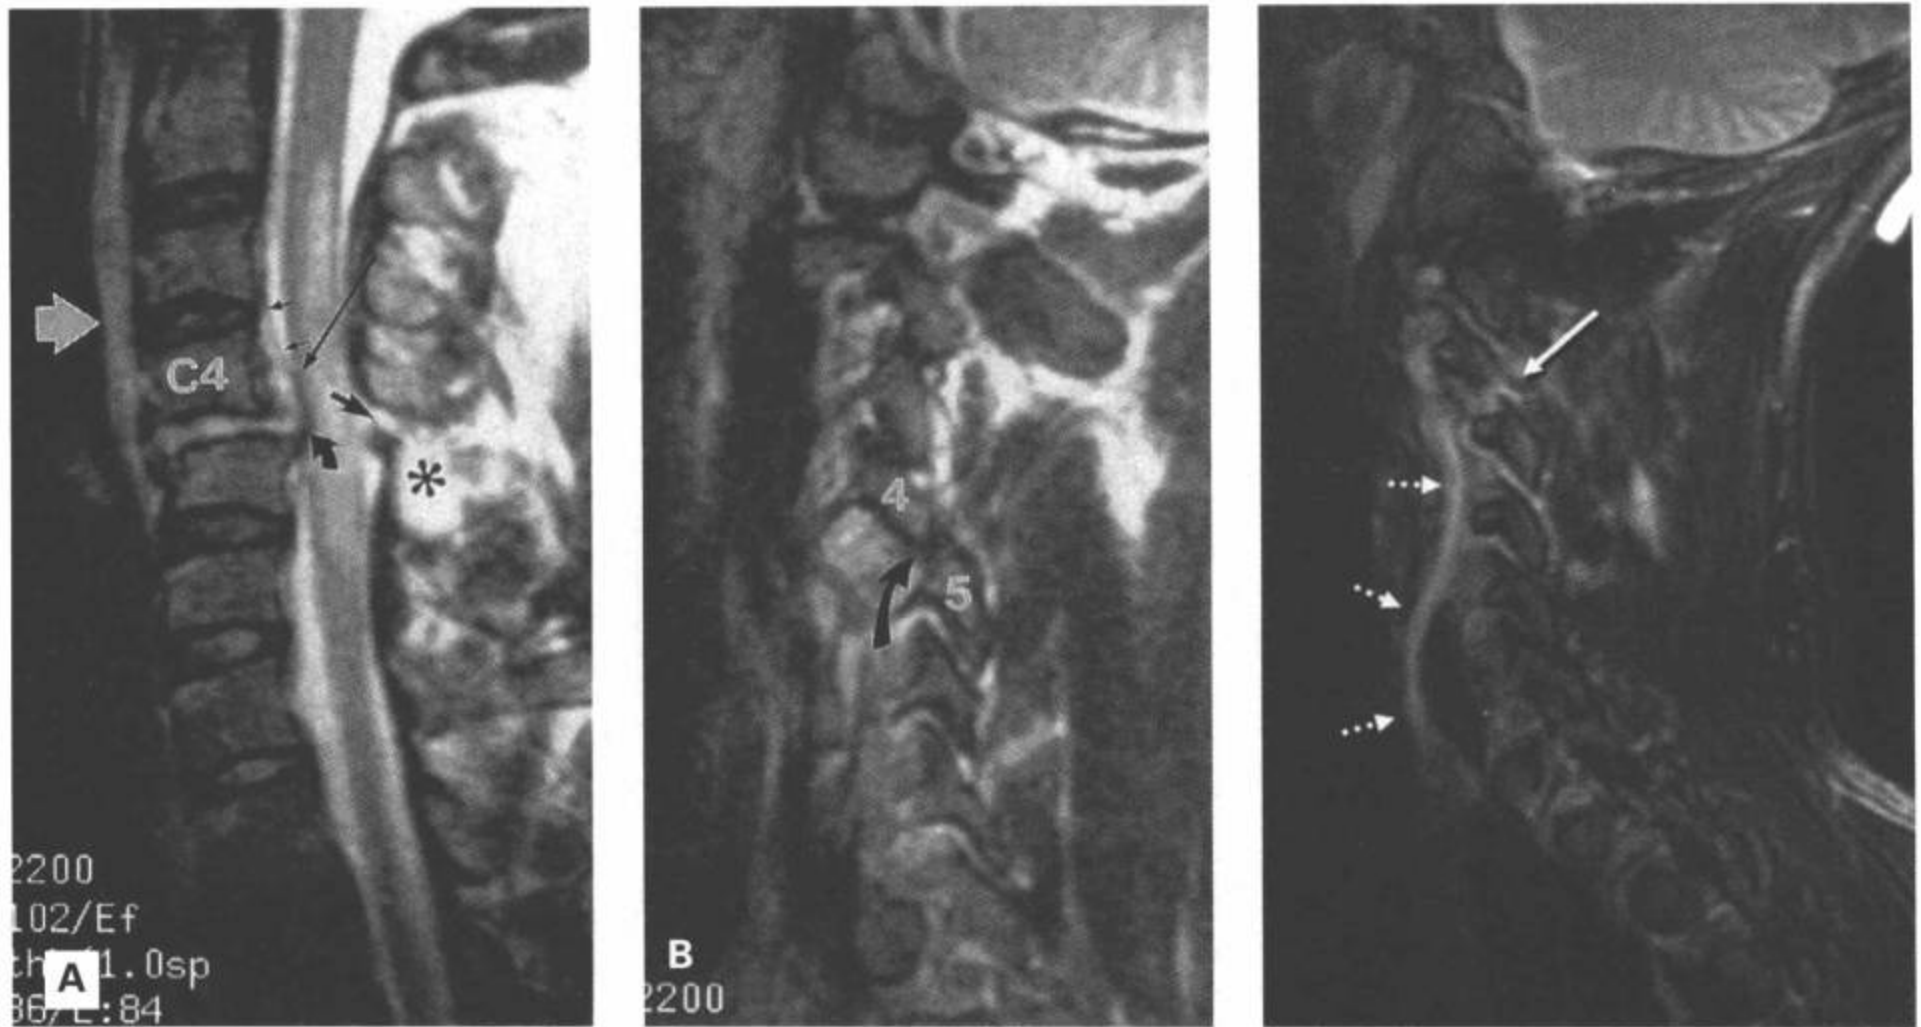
C4/C5 屈曲旋转型损伤。A: 矢状面 FSE T2 加权图像。C4 椎体相对于 C5 半脱位。中度突出的椎间盘(弯黑箭)压迫肿胀和水肿的脊髓。脊髓内未发现血液产物。注意后纵韧带从 C4 椎体中部分离(长黑箭)。硬膜腹侧缘呈现一条细低信号线(小黑箭)。相应的黄韧带(黑箭)和棘间韧带(星号)断裂。也可见椎前水肿(白箭)。B: 右旁矢状面图像(与 A 序列相同)。C4 右侧下关节突跳跃绞索于 C5 上关节突的前部(箭)。C: 另外一例病人的 C3/C4 单侧椎小关节脱位。半脱位的椎小关节囊内液体增多(白箭)。注意伴随的右侧椎动脉血栓形成(点箭)。(From: Flanders AE, Croul SE. Spinal trauma. In: Atlas SW. Magnetic Resonance Imaging of Brain and Spine. 3<sup>rd</sup> ed. Philadelphia:Lippincott Williams & Wilkins;2002:1781, with permission.)
